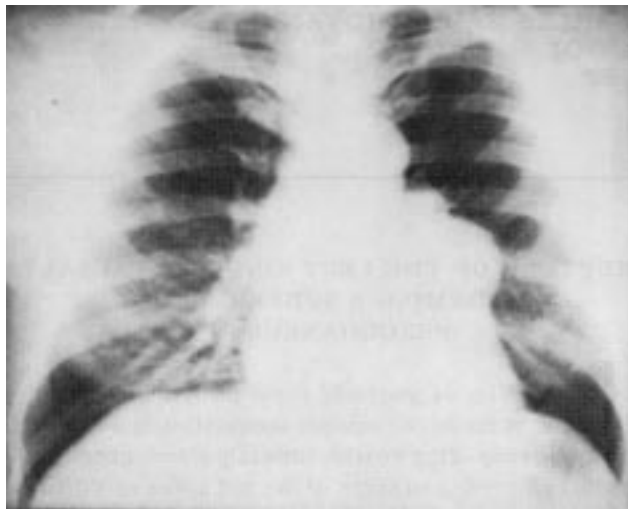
Radiografia de tórax (PA): massa em mediastino médio.
